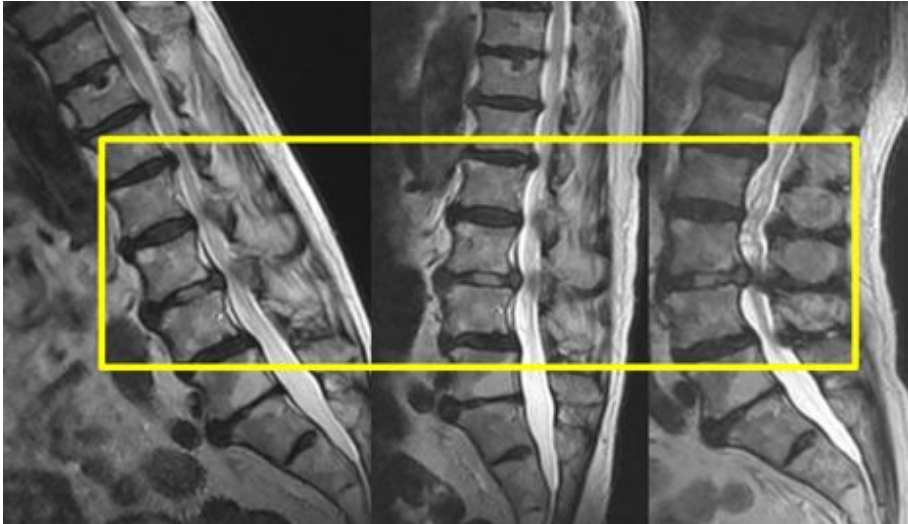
MRT des lumbalen Spinalkanals in Flexion, neutraler Position und Extension
